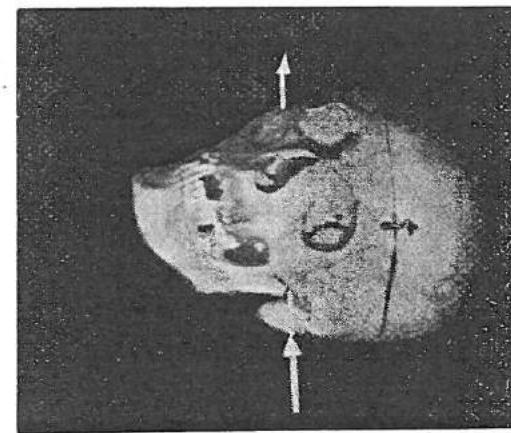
RC micilmata poster-anterior în unghi de 50°; intră înaintea conchitului auditiv extrem, sub arcada zigomatică;iese prin malarul de radiografială în dreptul bărbiei margină interoară în lung; mărimea 100 mAs.
